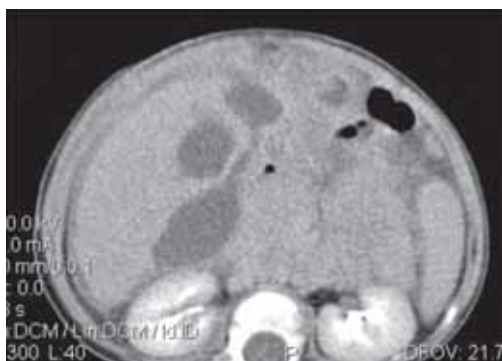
Abdominal CT: multiple liquid subhepatic images in the large peritoneal cavity and on the flanks
